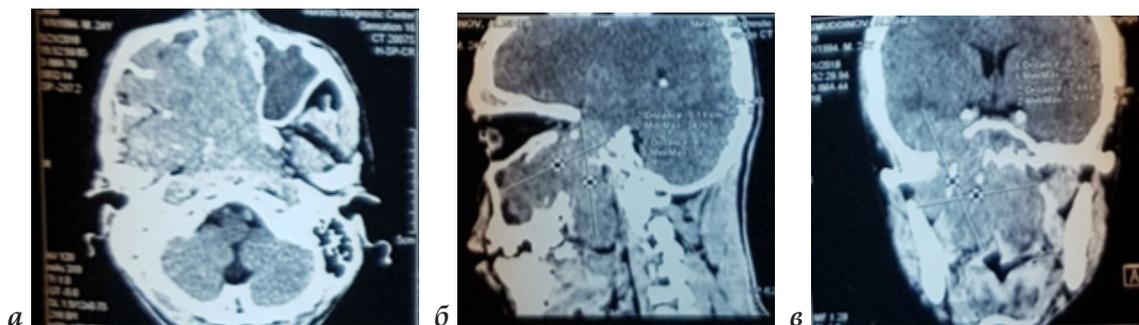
Фрагменты КТ больного М.А. 24 года с диагнозом: "ЮАОЧ птеригомаксиллярной формы IVB степени по классификации U. Fish" (аксиальный (а), сагиттальный (б) и коронарный (в) срезы)
